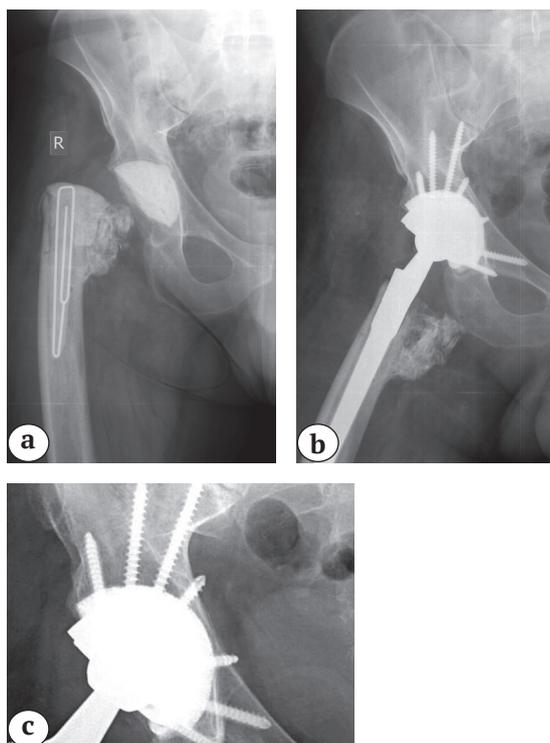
Рентгенограммы пациента 37 лет:
